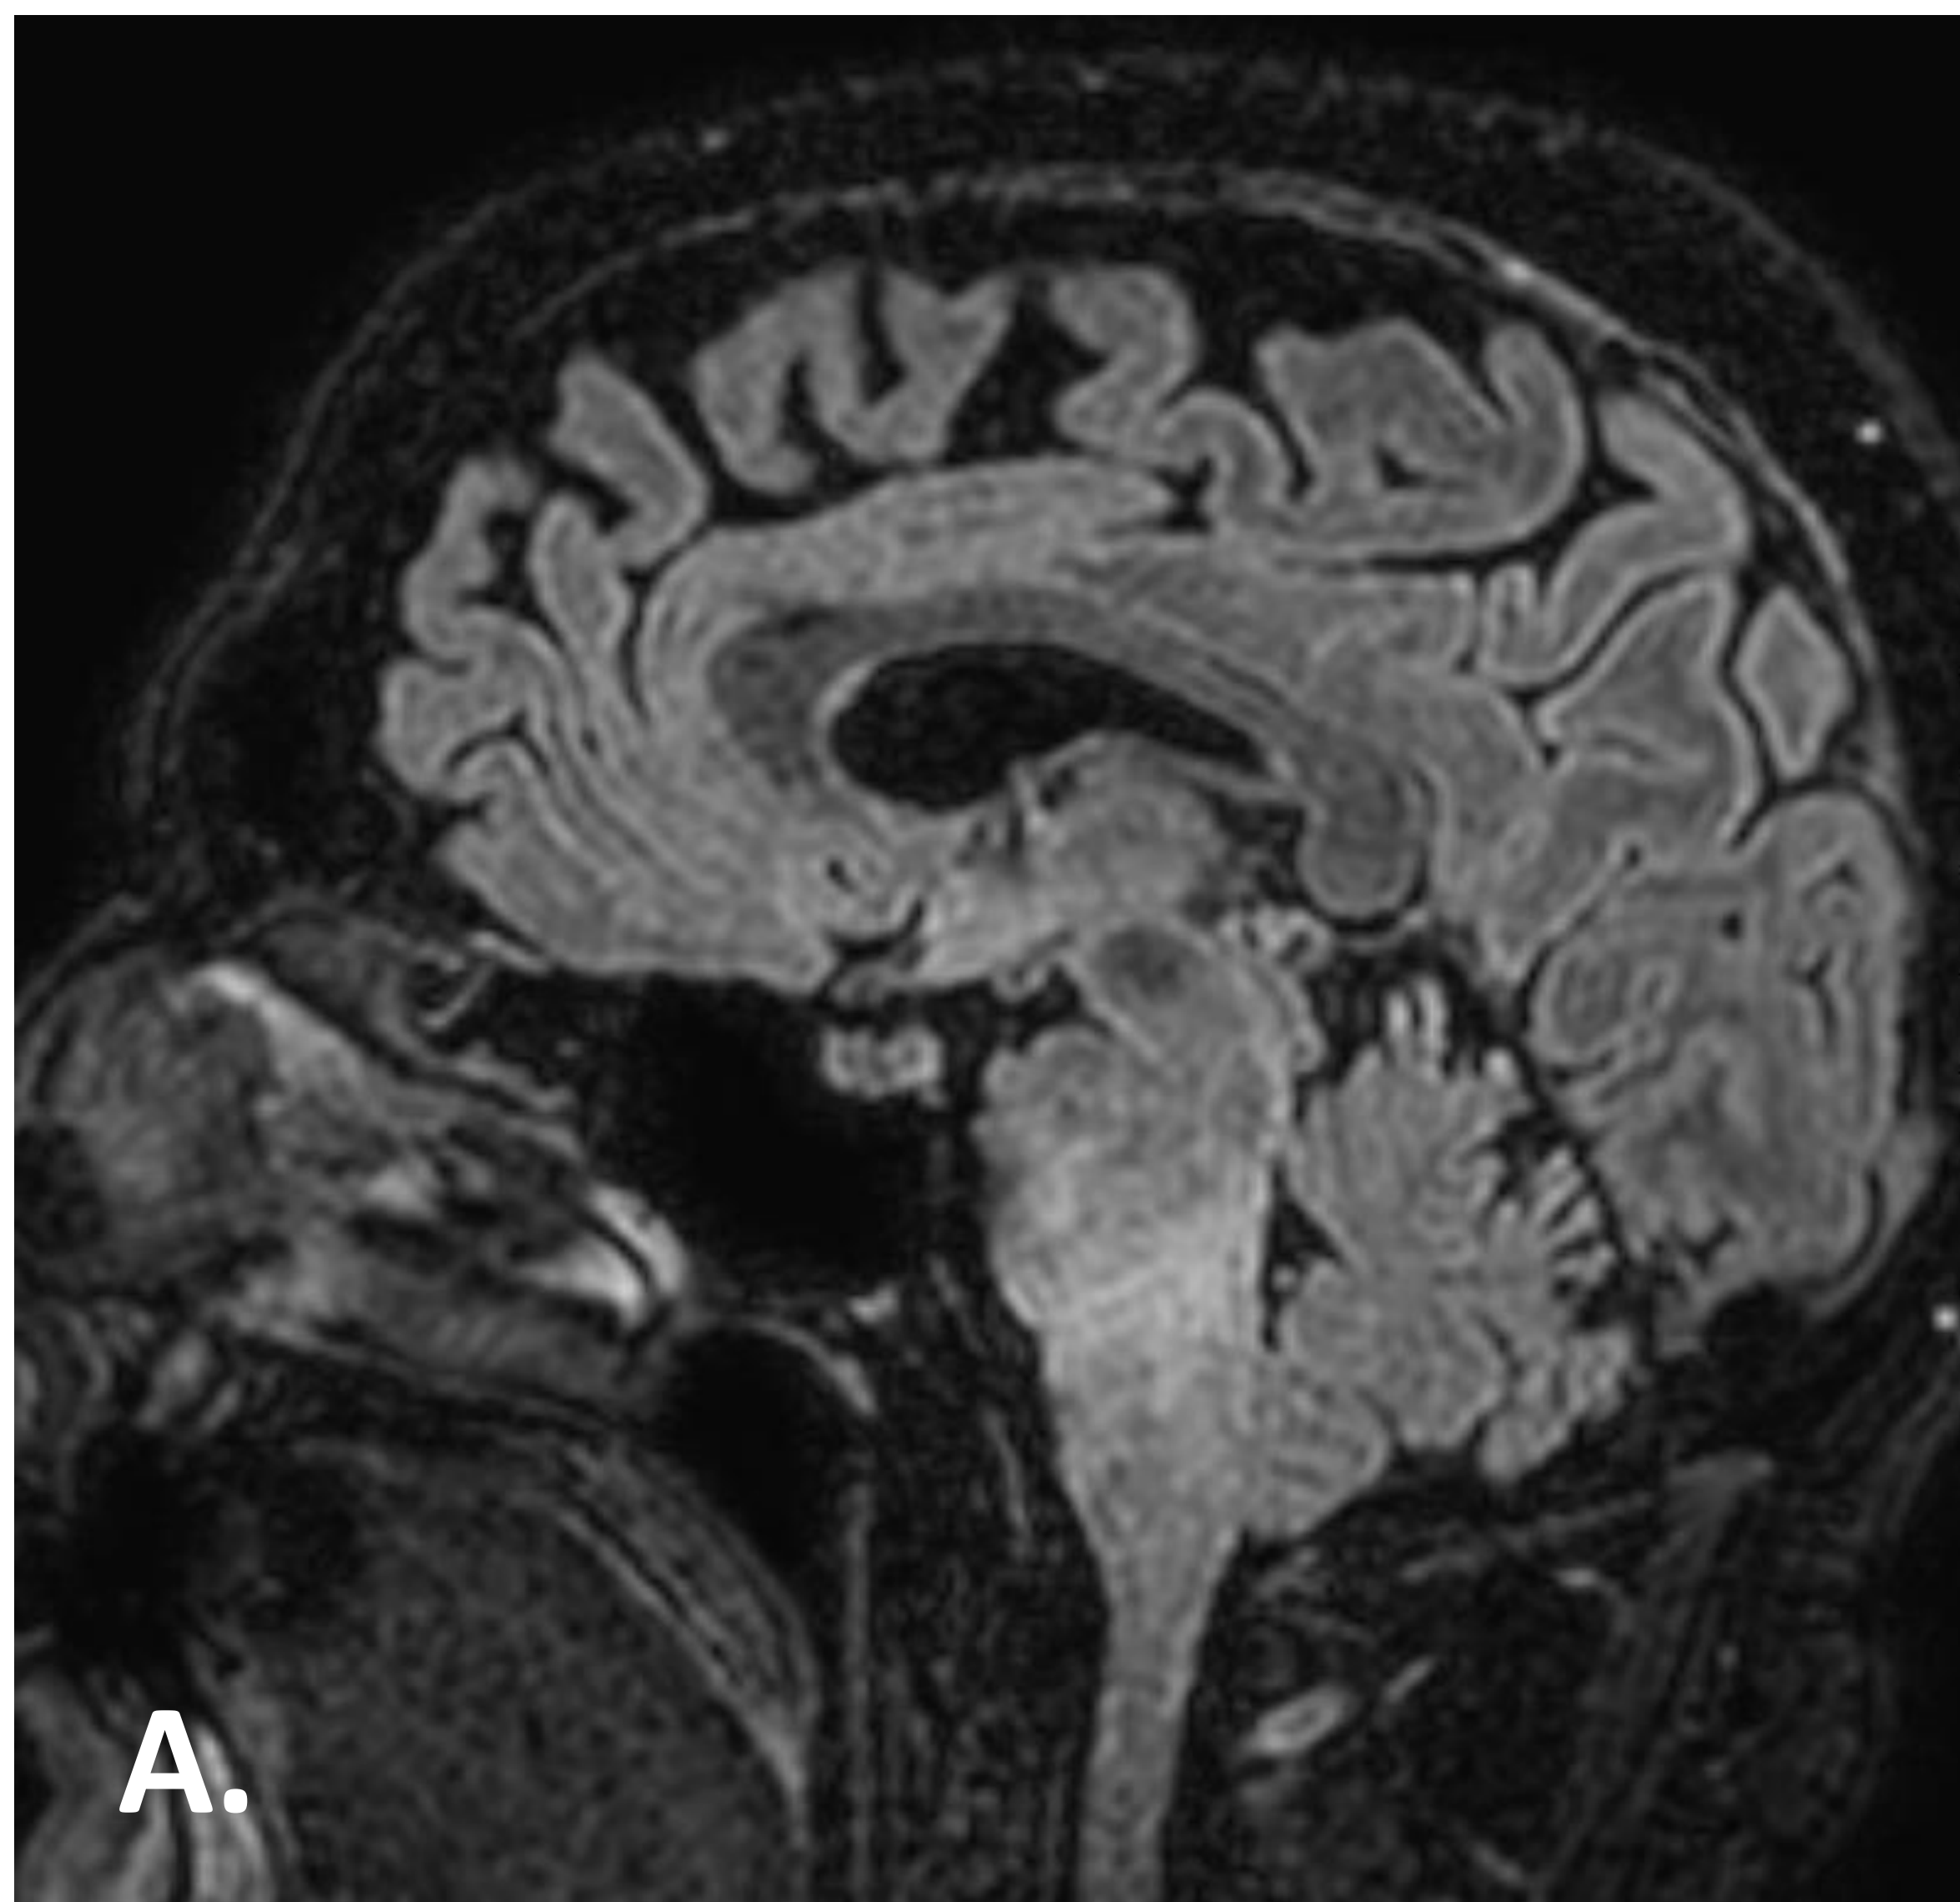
Paciente de 52 años con RM cerebral: A) Lesión en puente y bulbo, de señal heterogénea y predominio hiperintensa en secuencia FLAIR). B) No restringe la señal en DWI. C) Ni realza tras la administración de contraste i.v. D) Asocia abombamiento de los márgenes de las estructuras afectadas.
